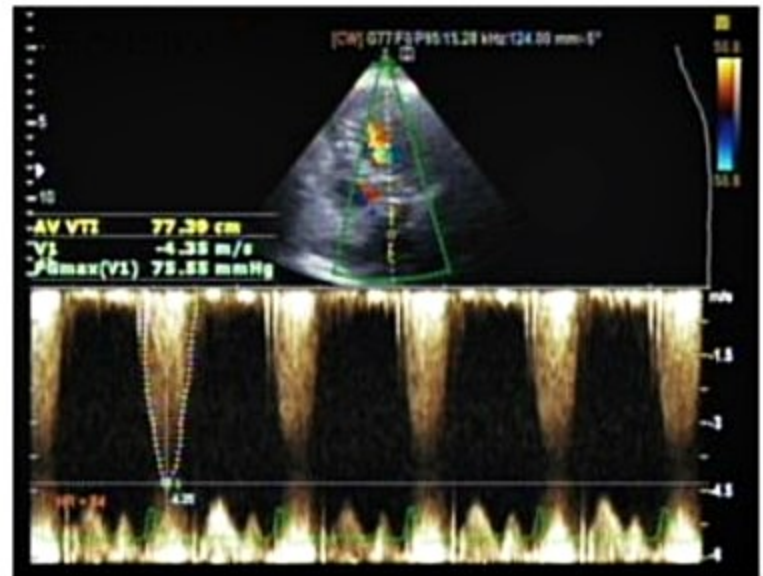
Ecocardiograma (ECO) demonstrando estenose aórtica importante. ECO com velocidade de fluxo transaórtico pelo Doppler em torno de 4,5 m/s.
